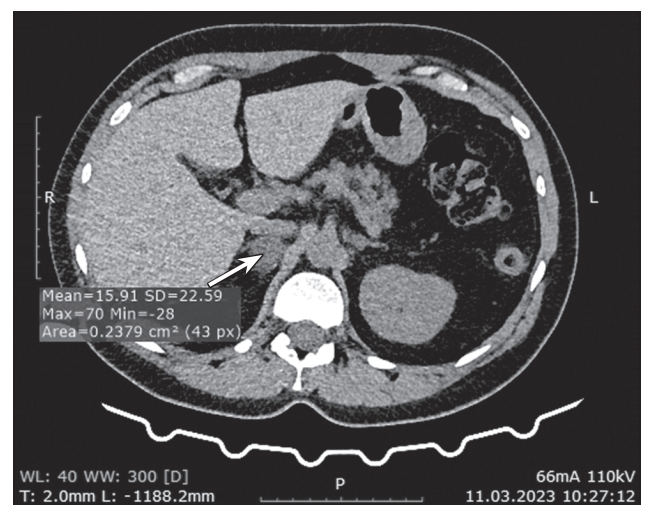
КТ заочеревинного простору. Стрілкою позначено новоутворення правої надниркової залози із чітким та рівним контуром
